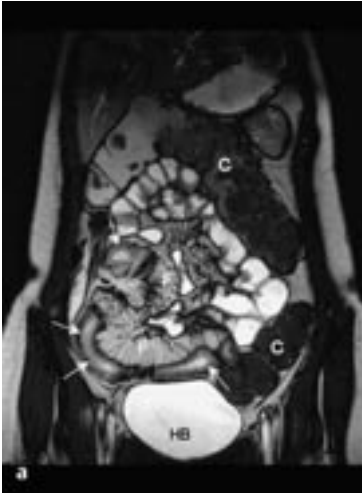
Morbus Crohn, MRT: In der koronaren balanced FFE (a) lässt sich nahezu artefaktfrei der Dünndarm darstellen. Mehrsegmentaler Dünndarmbefall bei Morbus Crohn (Pfeile) mit Fettvakatwucherung (F) des Mesenteriums sowie einer deutlichen mesenterialen Gefäßinjektion („Kamm-Zeichen“). Die T1-SPIR-Sequenz nach KM-Gabe (b) zeigt sensitiv die perianale Fistelbildung bds. (Pfeile). C = Colon; HB = Harnblase.
